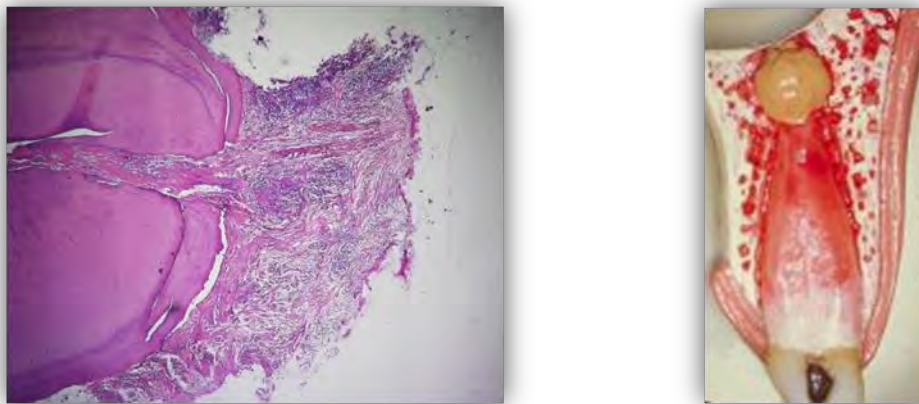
Inflamación crónica periapical (granuloma periapical incipiente). Aumento lupa, tinción HE. ⁽²⁸⁾
